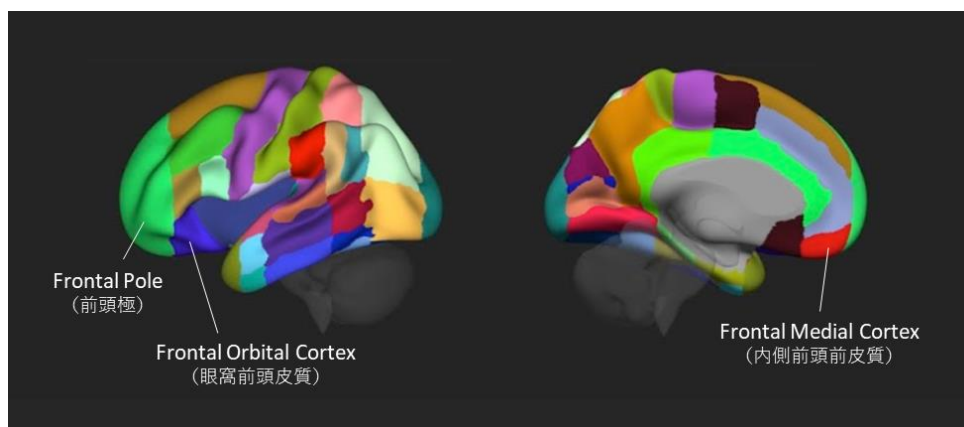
安静時機能 MRI 解析で使したシード ROI
